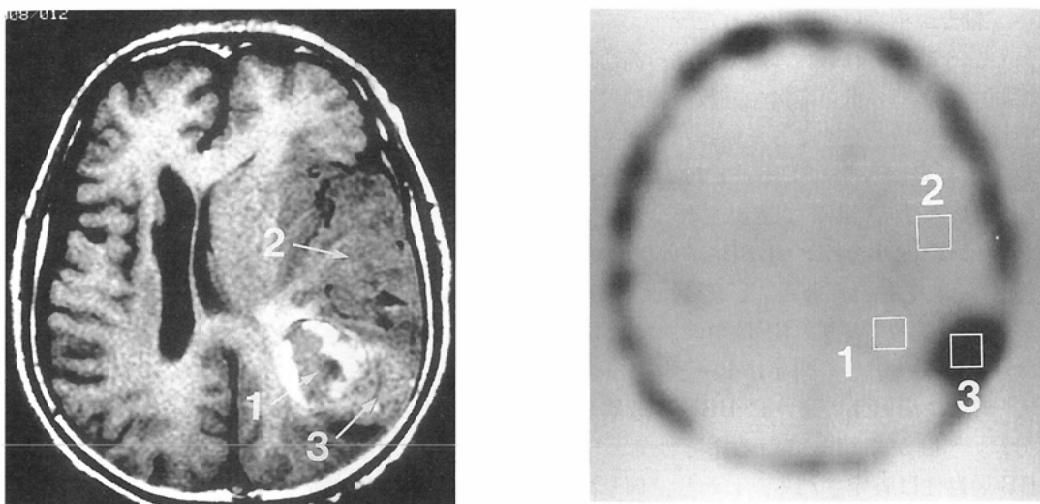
A 67-year-old man with malignant glioma (Group 1, CT enhancement class 4)
